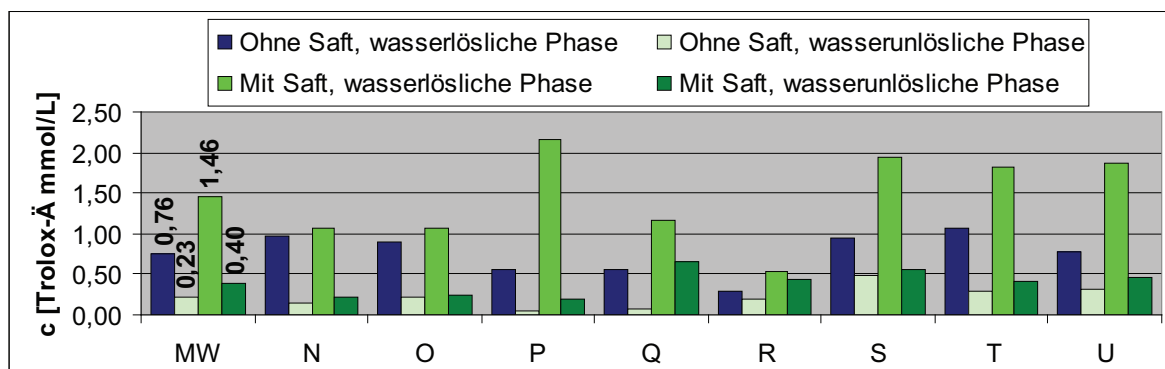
TAC-Werte in Dosenerbsen. MW sind die Mittelwerte von N bis U
